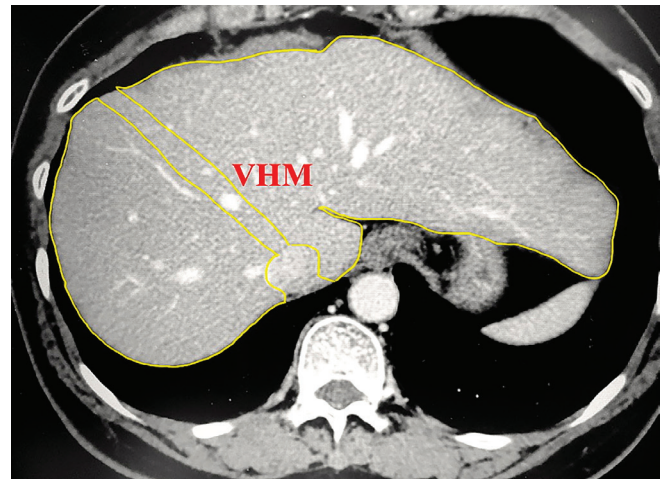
Delineación en la tomografía para el cálculo volumétrico.
